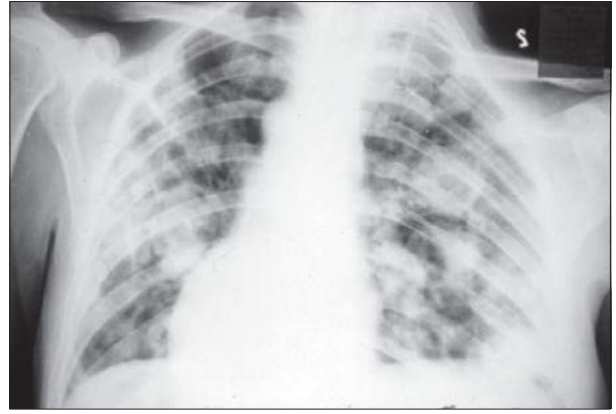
Radiografia do tórax com presença de inúmeras metástases pulmonares bilaterais. (Permissão de Netto Jr. NR.)
